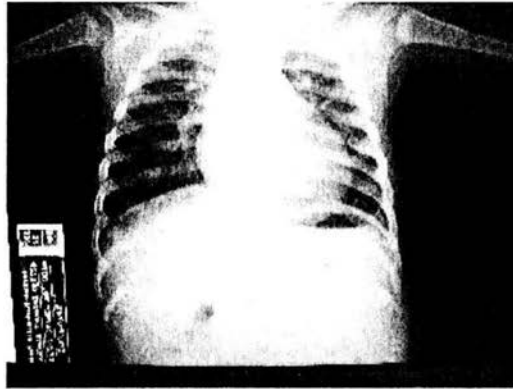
Radiografía de tórax PA mostrando patrón bronquítico apical bilateral y basal derecho.
